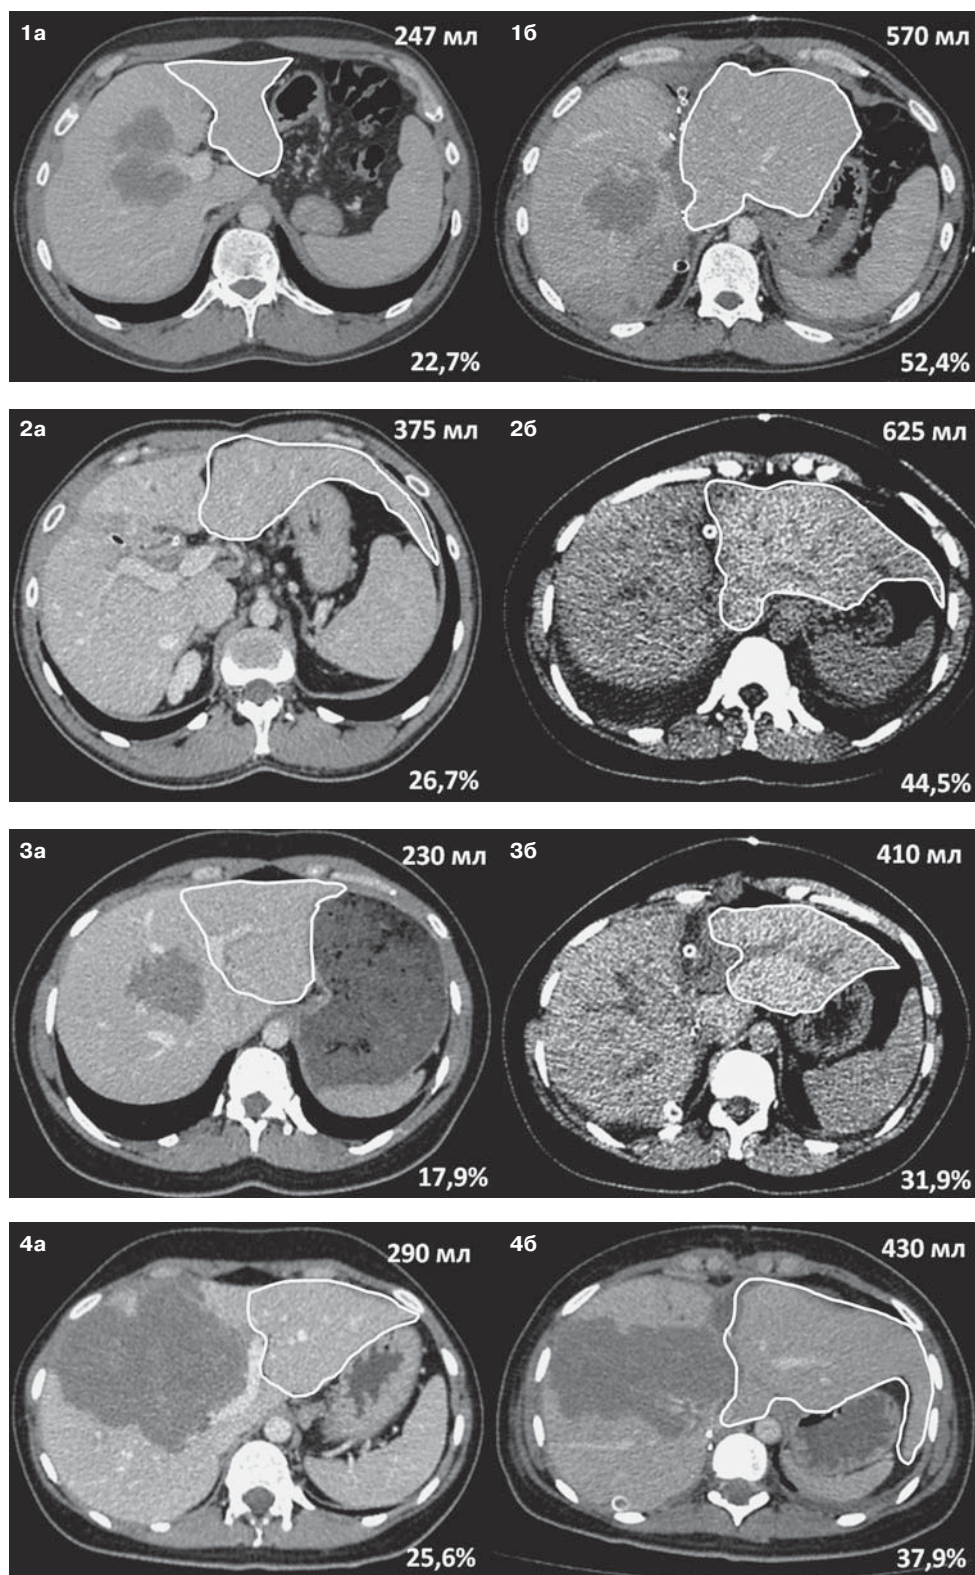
Изменение объема FLR: 1а–7а – компьютерные томограммы до операции; 1б–4б, 6б–7б – компьютерные томограммы перед II этапом ALPPS; 5б – магнитно-резонансная томограмма перед II этапом ALPPS. Порядковый номер соответствует номеру пациента.
